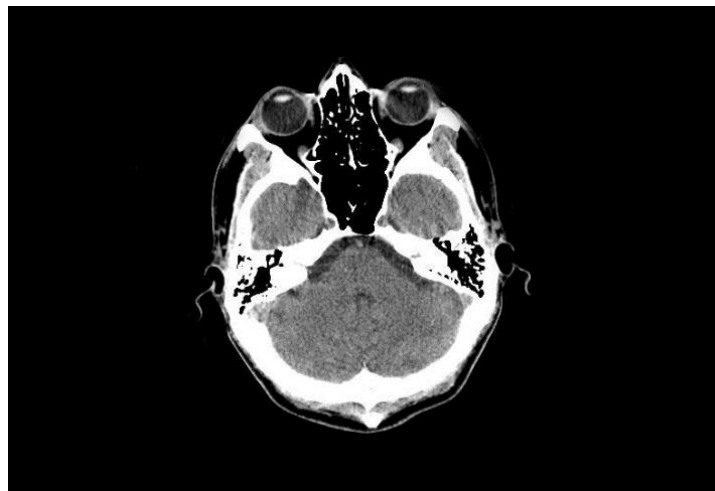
Exemplo de imagem obtida por TC [13]
